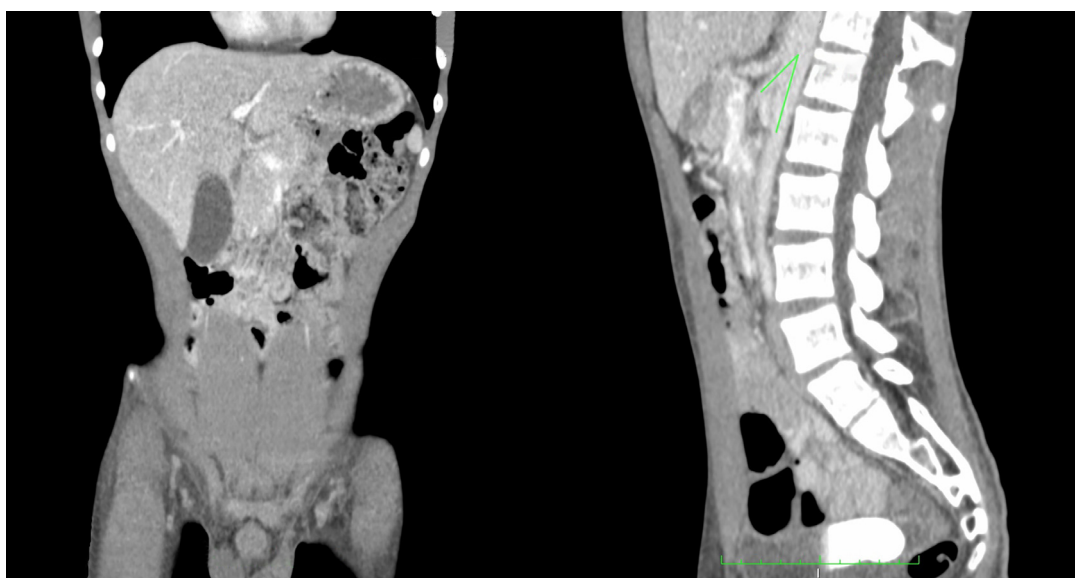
Tomografía computarizada de abdomen después de un mes de tratamiento con soporte nutricional, en la que se observa que el estómago ha retornado a su tamaño usual, no hay aire en la vena porta y el ángulo aorto-mesentérico mide 28,9 grados.
